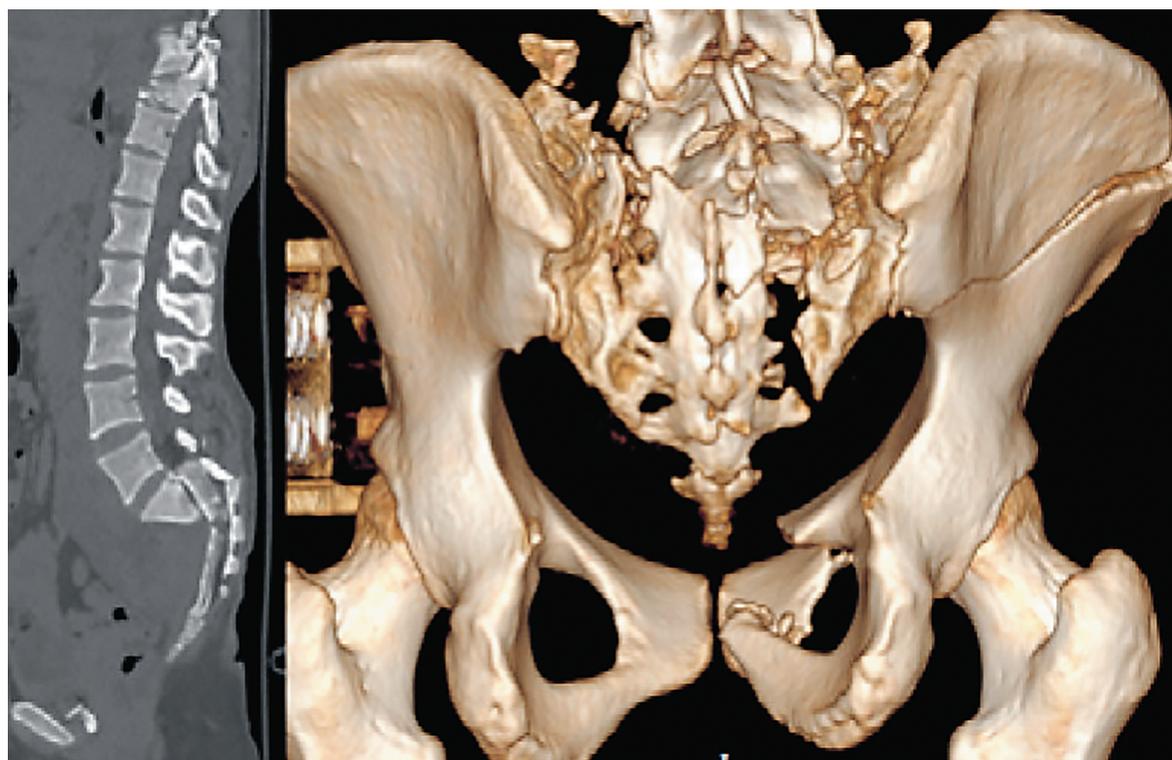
МСКТ позвоночника и костей таза при поступлении
